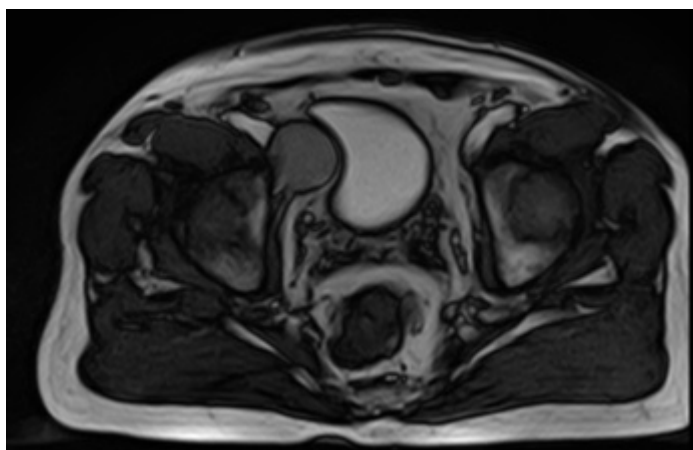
МРТ малого таза с контрастированием
